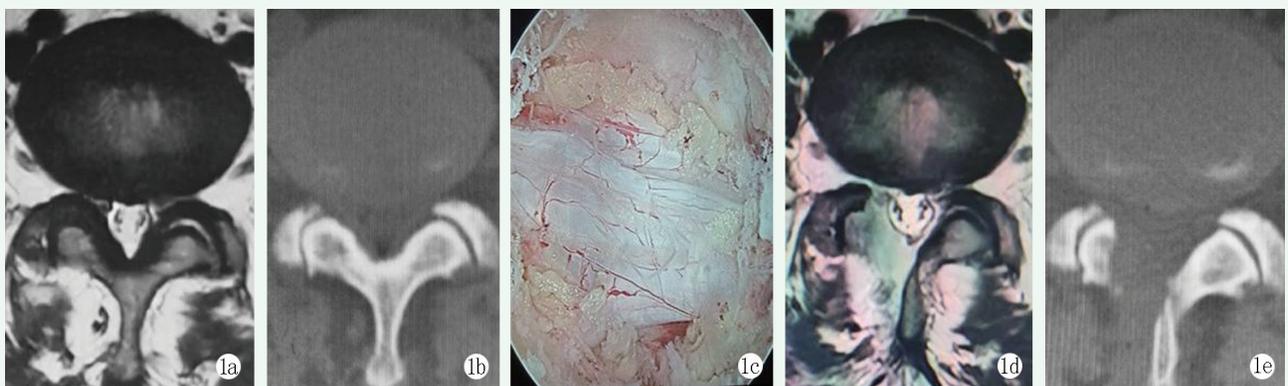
患者男性, 50 岁。1a, 1b: 术前 MRI 和 CT 显示 L_{4/5} 椎管狭窄; 1c: Delta 内镜减压后, 见硬膜及双侧神经根均减压充分; 1d, 1e: 术后 MRI 和 CT 显示腰椎管面积明显扩大, 硬膜受压完全解除。
